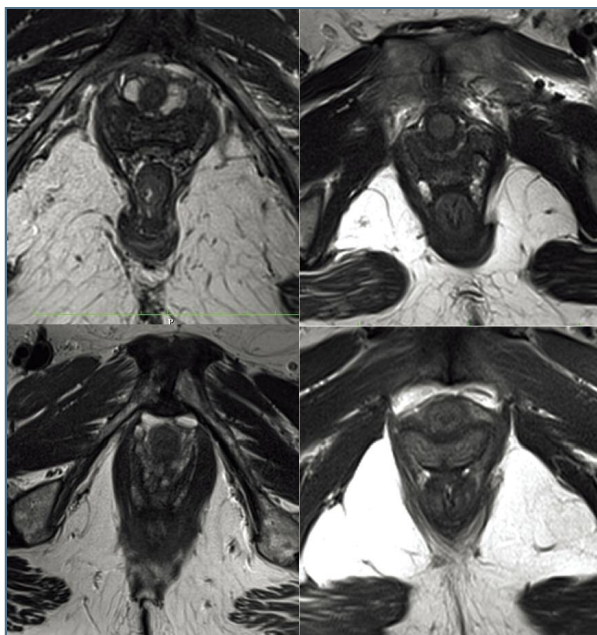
Ressonância Magnética. Imagens axiais adquiridas segundo o plano de dimensões mínimas (correspondente à linha H). A espessura do músculo puborretal, bem como a morfologia e área do hiato urogenital são visivelmente diferentes
